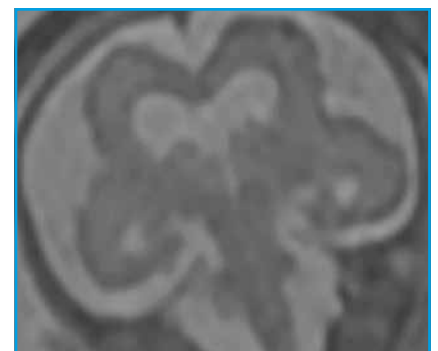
IRM cérébrale en T2 : polymicrogyrie, anomalie de l'operculation de la vallée sylvienne, ventriculomégalie.
